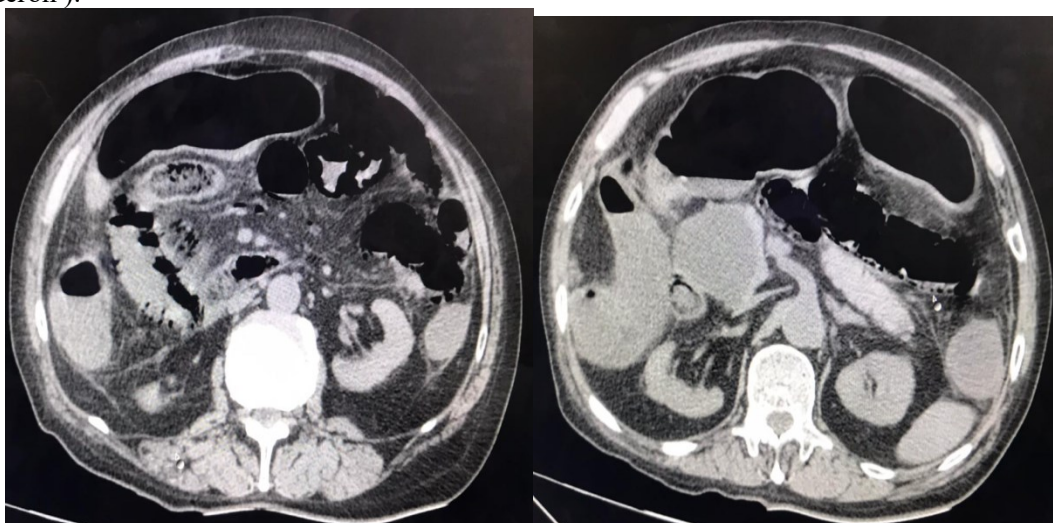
Tomografía simple computarizada paciente de 64 años sin antecedentes cardiovasculares referidos.
